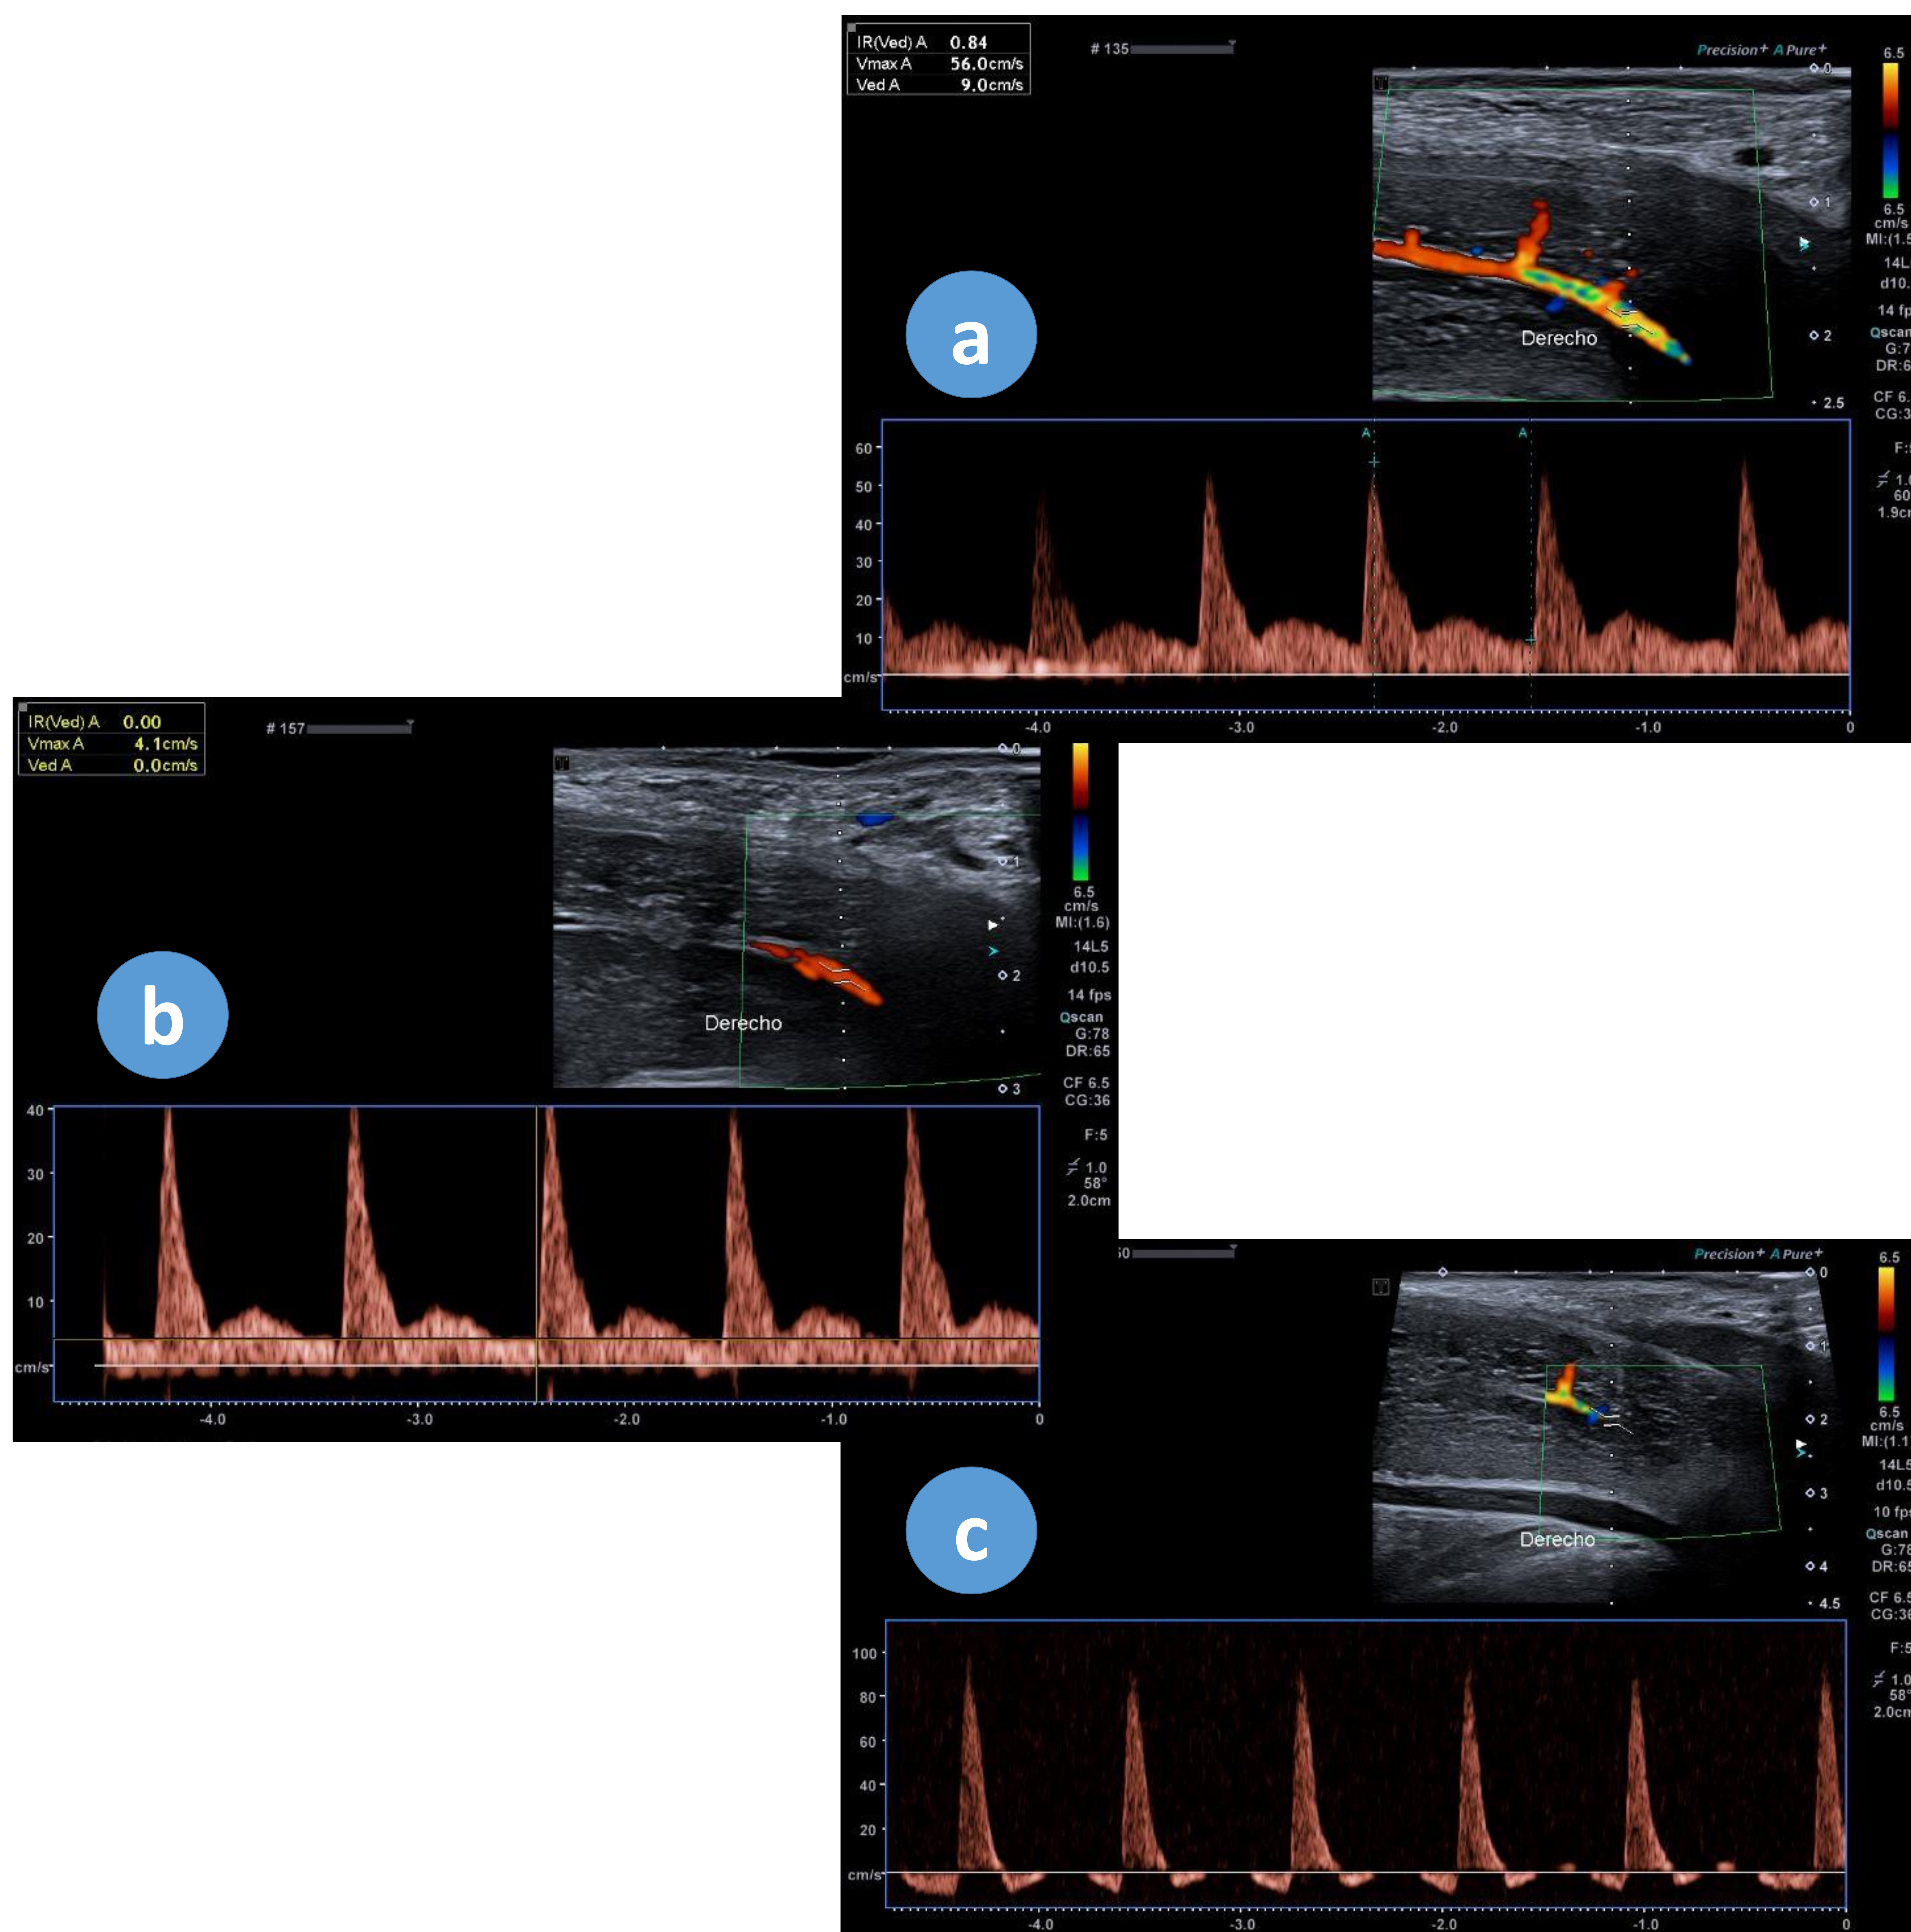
Doppler espectral dinámica a los 5 (a), 10 (b) y 20 (c) minutos donde se observa un incremento progresivo de la VPS (>30 cm/s) y un descenso de la VTD que llega a invertir su flujo. Patrón normal ideal.
